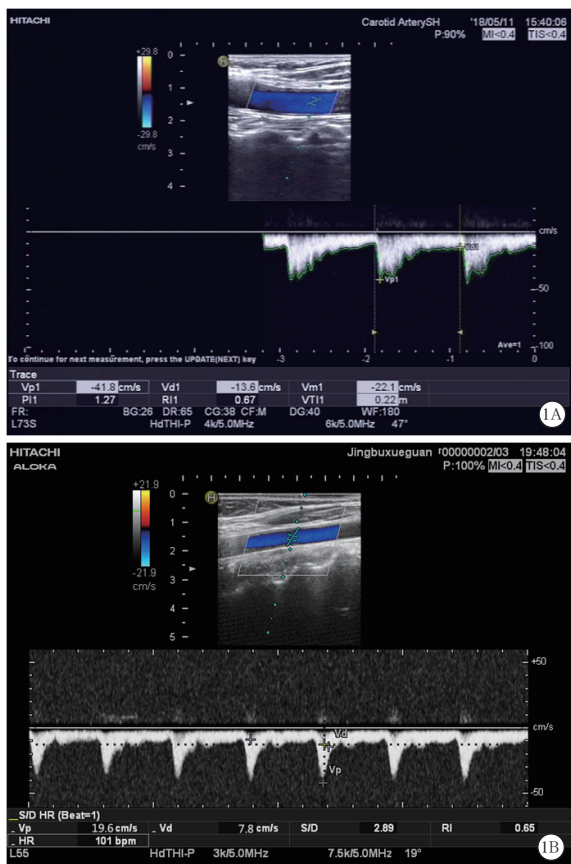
心搏骤停患者接受胸外按压心肺复苏 (CPR) 过程中胸外按压达标与不达标的超声图像 1 例 39 岁男性恶性心律失常致心搏骤停患者在胸外按压开始 2 min 获得超声图像显示,颈动脉收缩期血流速度峰值 (PSV) 为 41.8 cm/s,舒张期末流速 (EDV) 为 13.6 cm/s,提示胸外按压达标 (A); 1 例 67 岁女性急性冠脉综合征患者在胸外按压开始 5 min 时获得超声图像显示, PSV 为 19.6 cm/s, EDV 为 7.8 cm/s,收缩期和舒张期流速均较低,提示胸外按压不达标 (B)
